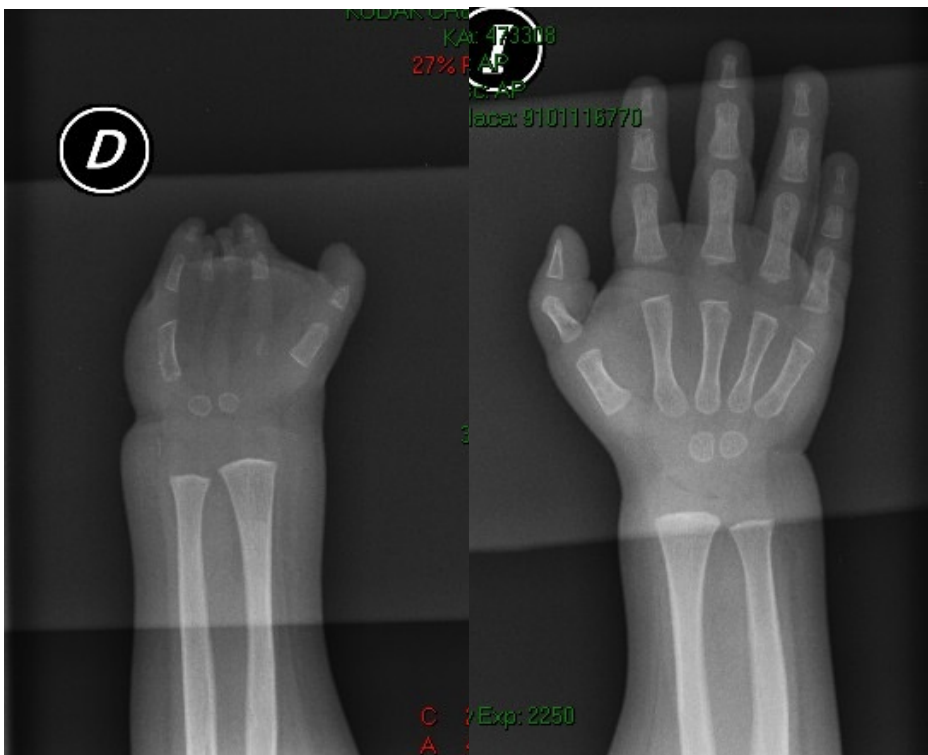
Radiografía comparativa simple bilateral de mano. Se observa marcada hipoplasia del 2do al 5to rayo de la mano derecha. La mano izquierda es normal.
